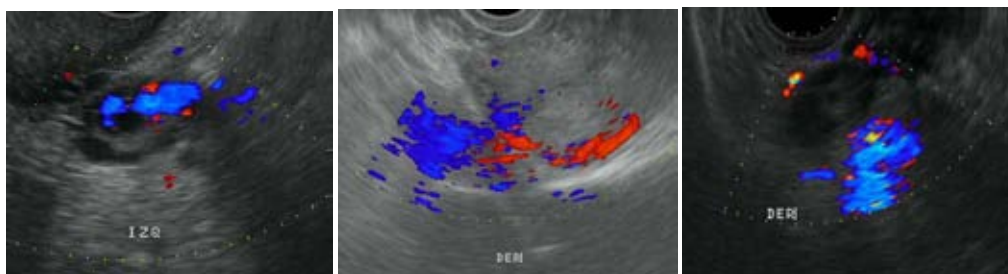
histerosonografía a nivel de fimbria mostrando bajo Doppler color jets tubáricos
